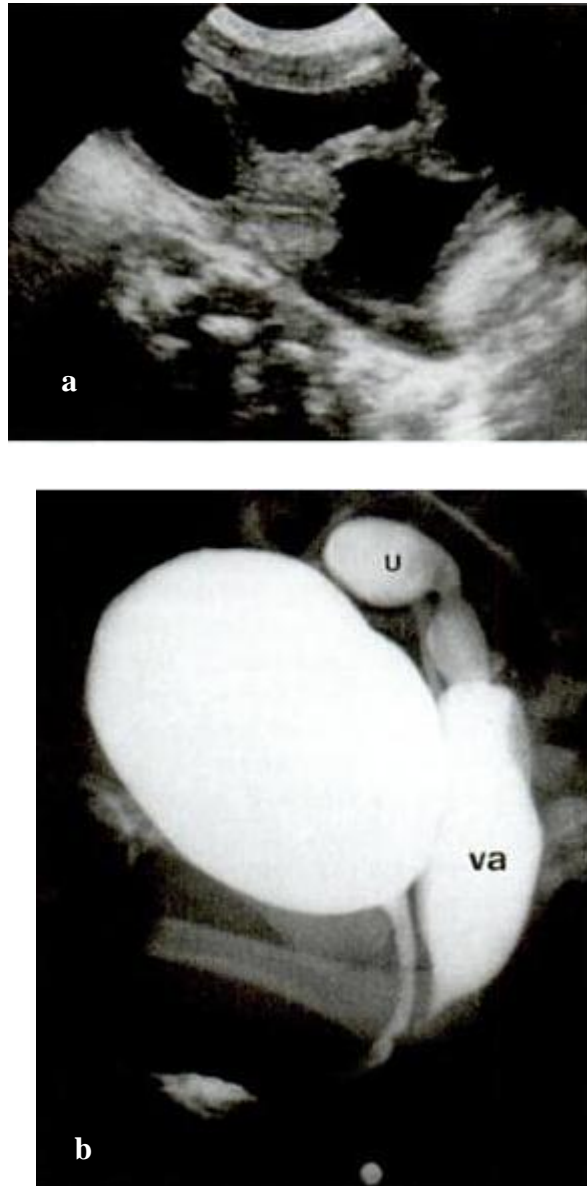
images échographique (a) et génitographique (b) montrant la présence d'une cavité vaginale et d'une cavité utérine. U: utérus ; Va: vagin
